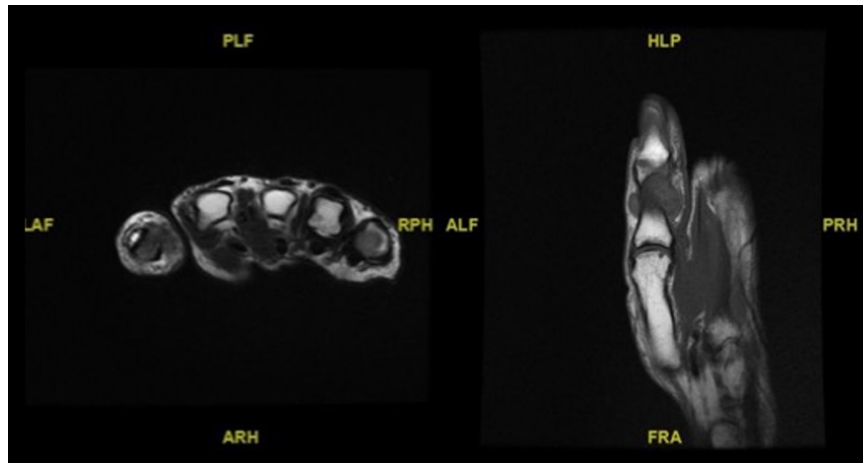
RM tumoración sólida en mano
